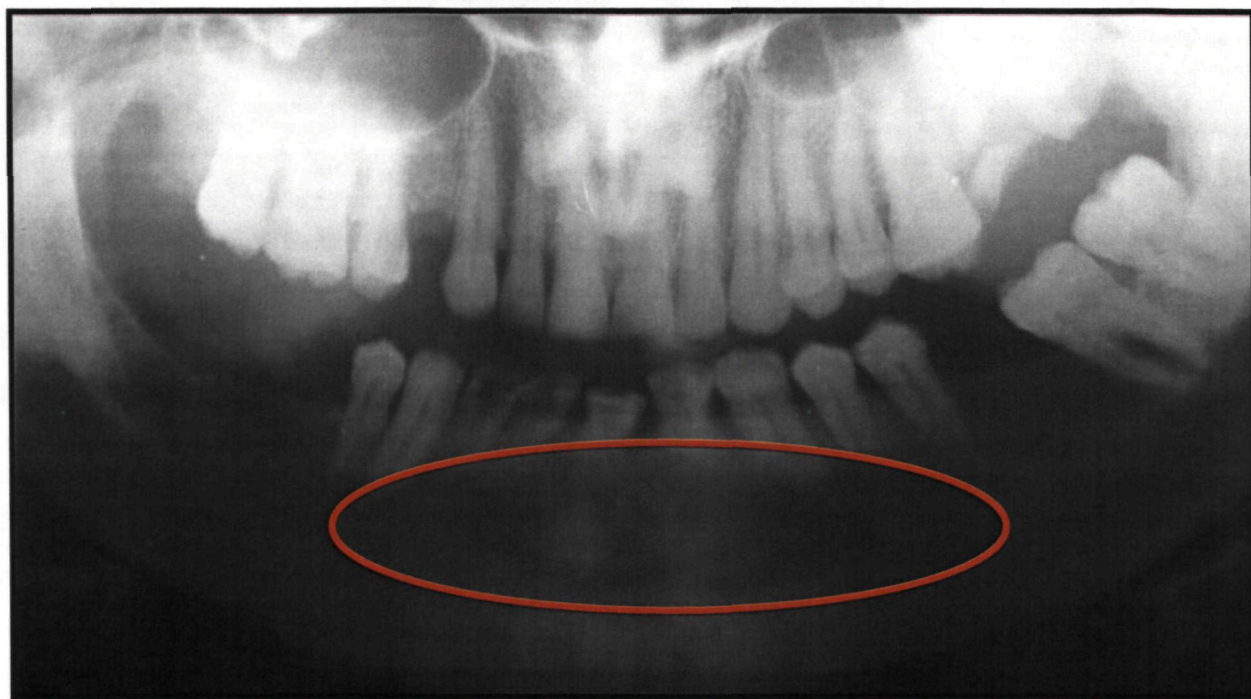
Тот же больной. Отпечаток ортопантомограммы через 12 месяцев после операции цистэктомии
